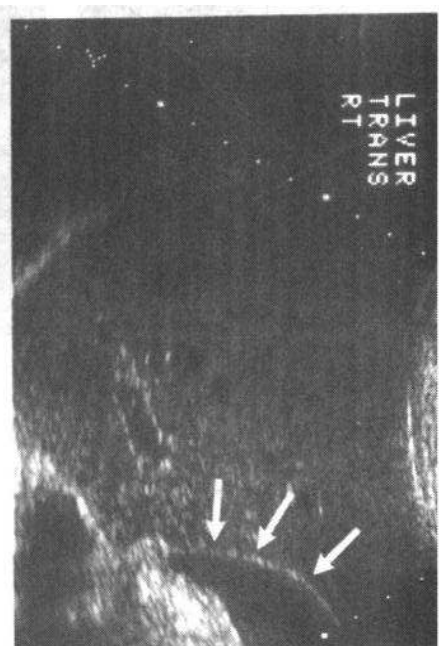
正常胆囊的超声图像,胆囊壁(箭示)厚度小于 3mm
